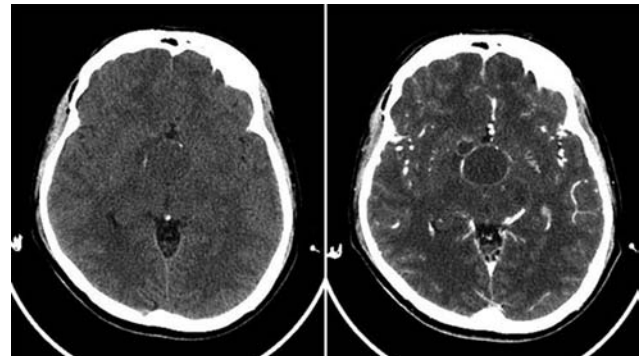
(a) TC axial sin contraste iv: se observa una masa bien delimitada, muy hipodensa y con calcificación periférica. (b) TC axial con contraste: realce lineal de la pared del quiste
